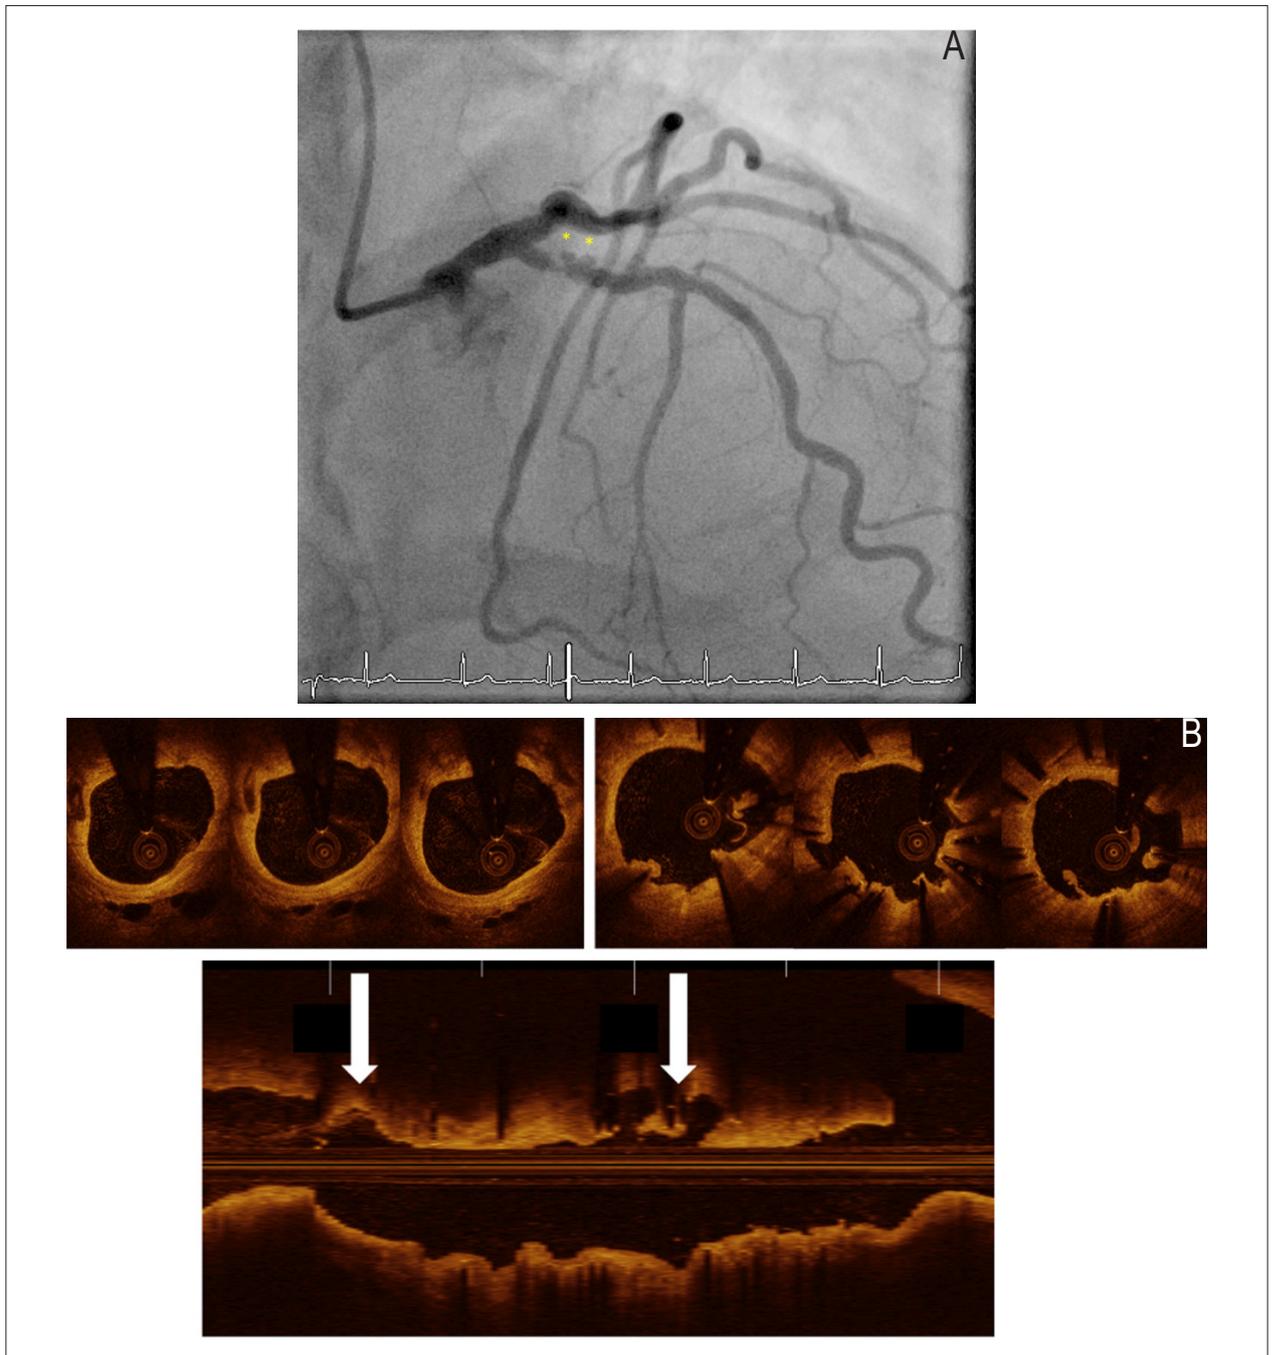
Angiografia Basal e Tomografia de Coerência Óptica
